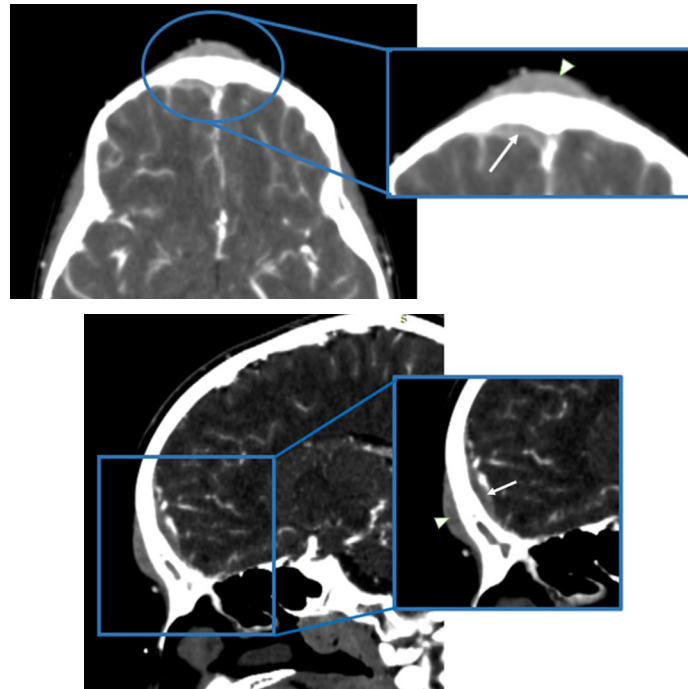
Tomografía contrastada (axial y sagital). A nivel intracraneal se observa un área de menor densidad con realce periférico ubicado entre la bóveda craneal y la duramadre, sugerente de absceso epidural (flecha blanca). En los tejidos blandos de la frente se observa una colección correspondiente a absceso subperióstico (punta de flecha).
